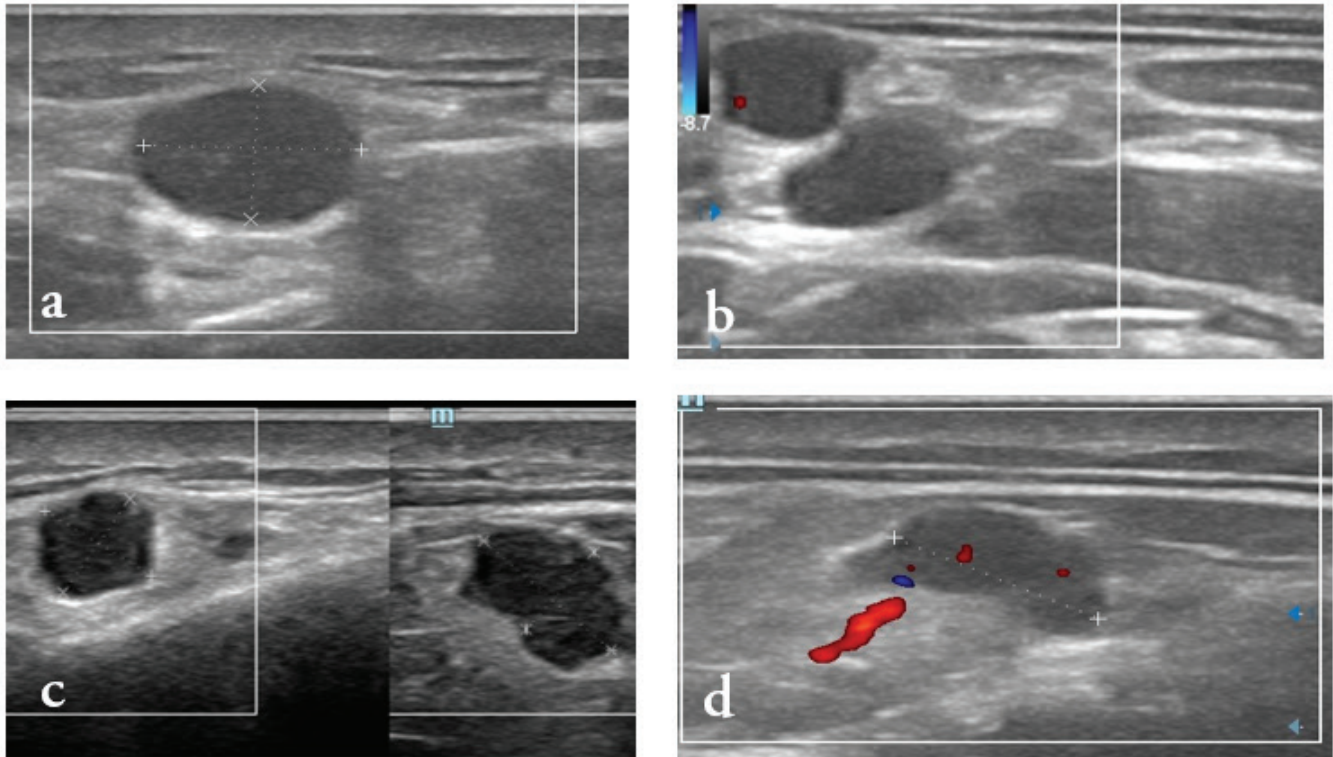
Sonografía realizada a los 8 días post vacunación (5 de julio del 2021). Imágenes realizadas en escala de grises y Color Doppler, con transductor lineal multifrecuencial. (a) Ganglio reactivo de 0.8 cm, de forma oval, bordes delimitados, ausencia de hilio vascular, anecogénico, localizado a nivel supraclavicular izquierdo. (b) Ganglios Cervicales Profundos Izquierdos, de bordes delimitados, redondeado y ovalado, anecogénicos y ausencia de hilio vascular (c) Dos ganglios laterales al margen medial de la Arteria Carótida Común Izquierda, midiendo en su eje largo 0.5 cm y 0.7 cm, respectivamente, de predominio hipocogénico y ausencia de flujo vascular cortical. (d) Ganglio Paralaríngeo izquierdo, ovalado, bien delimitado y con hilio vascular presente, menor de 1 cm.
